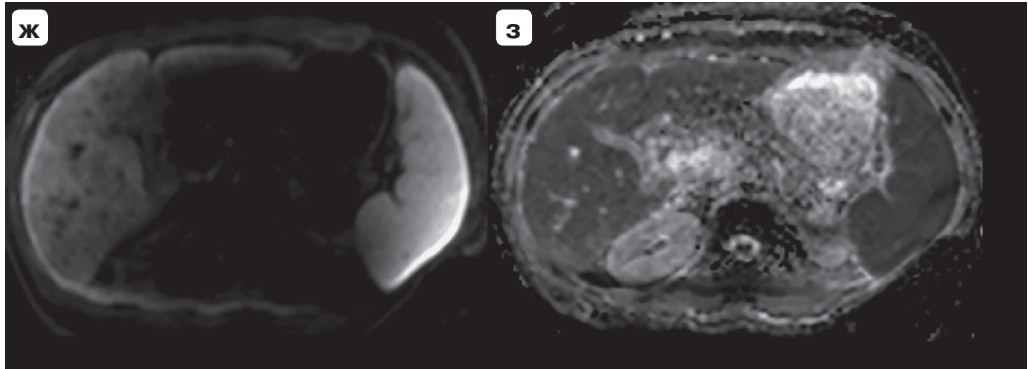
МРТ с ГСКП. Low-grade диспластический узел в  $S_V$  печени. Узел гипоинтенсивный на T2-ВИ (а), слабо гиперинтенсивный на T1-ВИ (б), слабо накапливает контрастный препарат в артериальную фазу (в), без явных признаков «вымывания» контрастного препарата в венозную (г) и транзитную (д) фазы, гиперинтенсивный в гепатобилиарную фазу (е), не ограничивает диффузию (ж, з).
